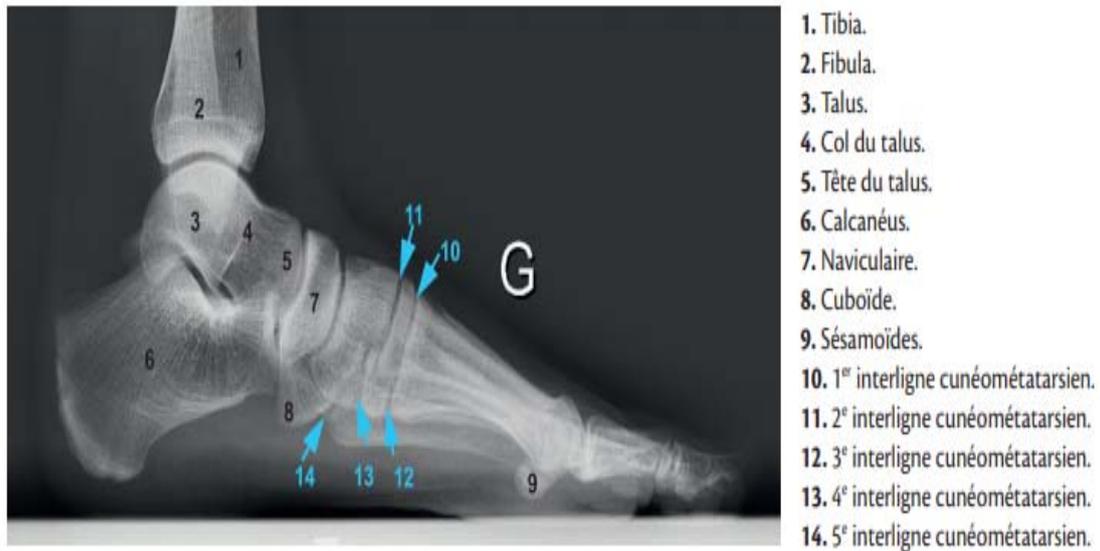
Radiographie du pied (incidence de profil)
